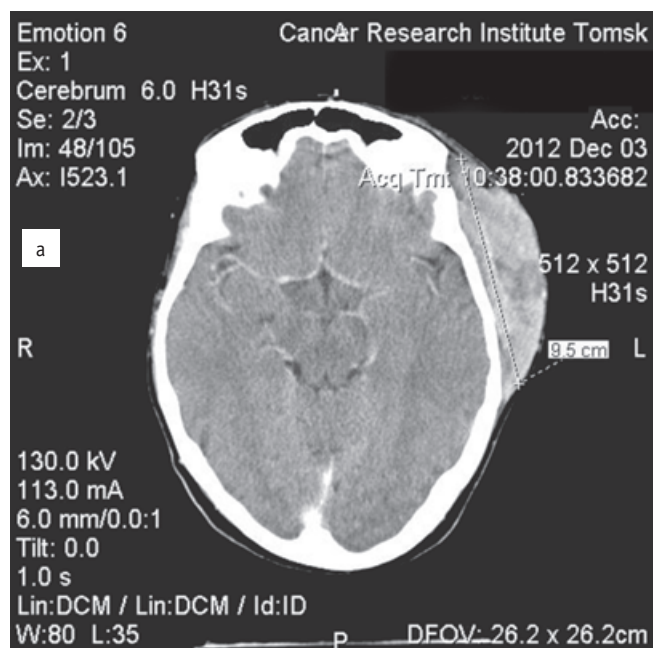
2б. КТ-разметка патологического очага в височной области слева для дистанционной ЛТ
